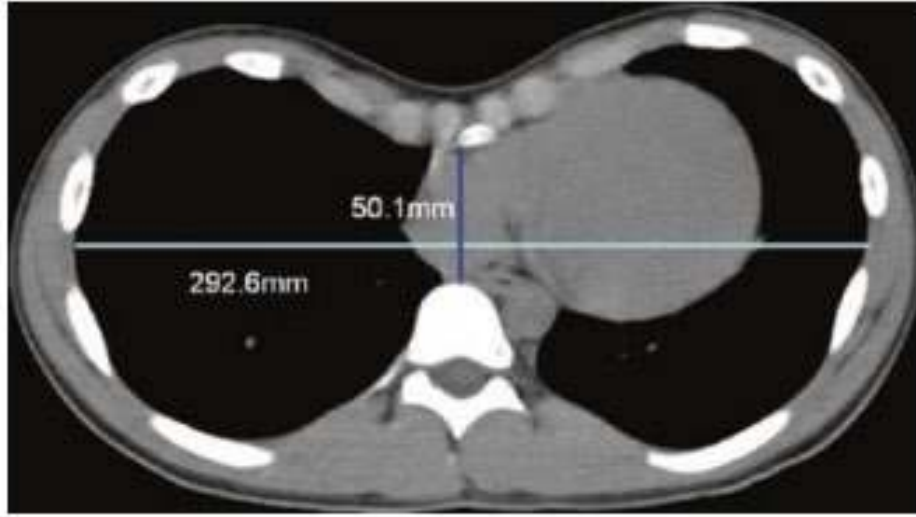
Örnek vaka: Pektus ekskavatum hastasının akciğer bilgisayarlı tomografi görüntüsü
